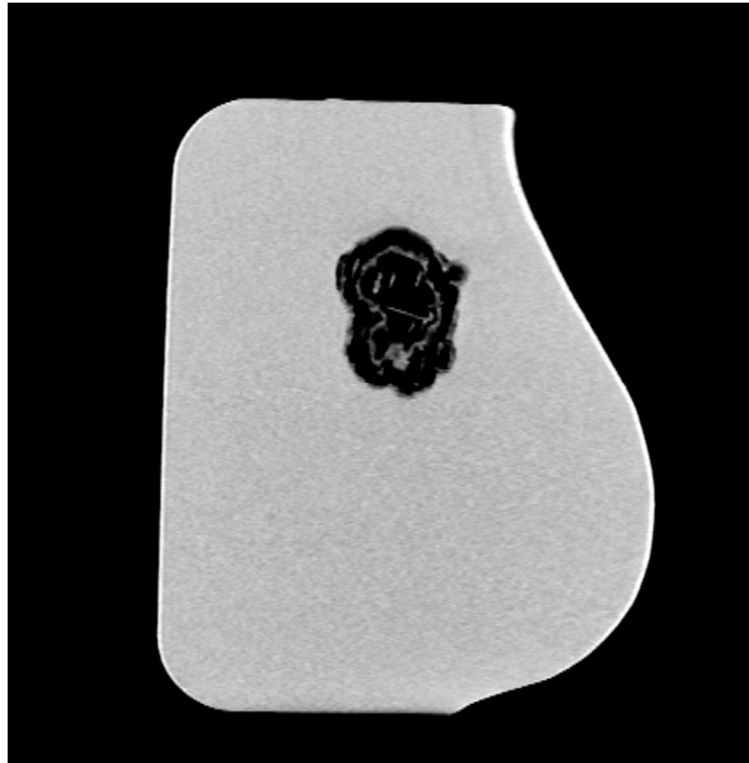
완성된 유방 팬텀의 CT 이미지, Mimics
